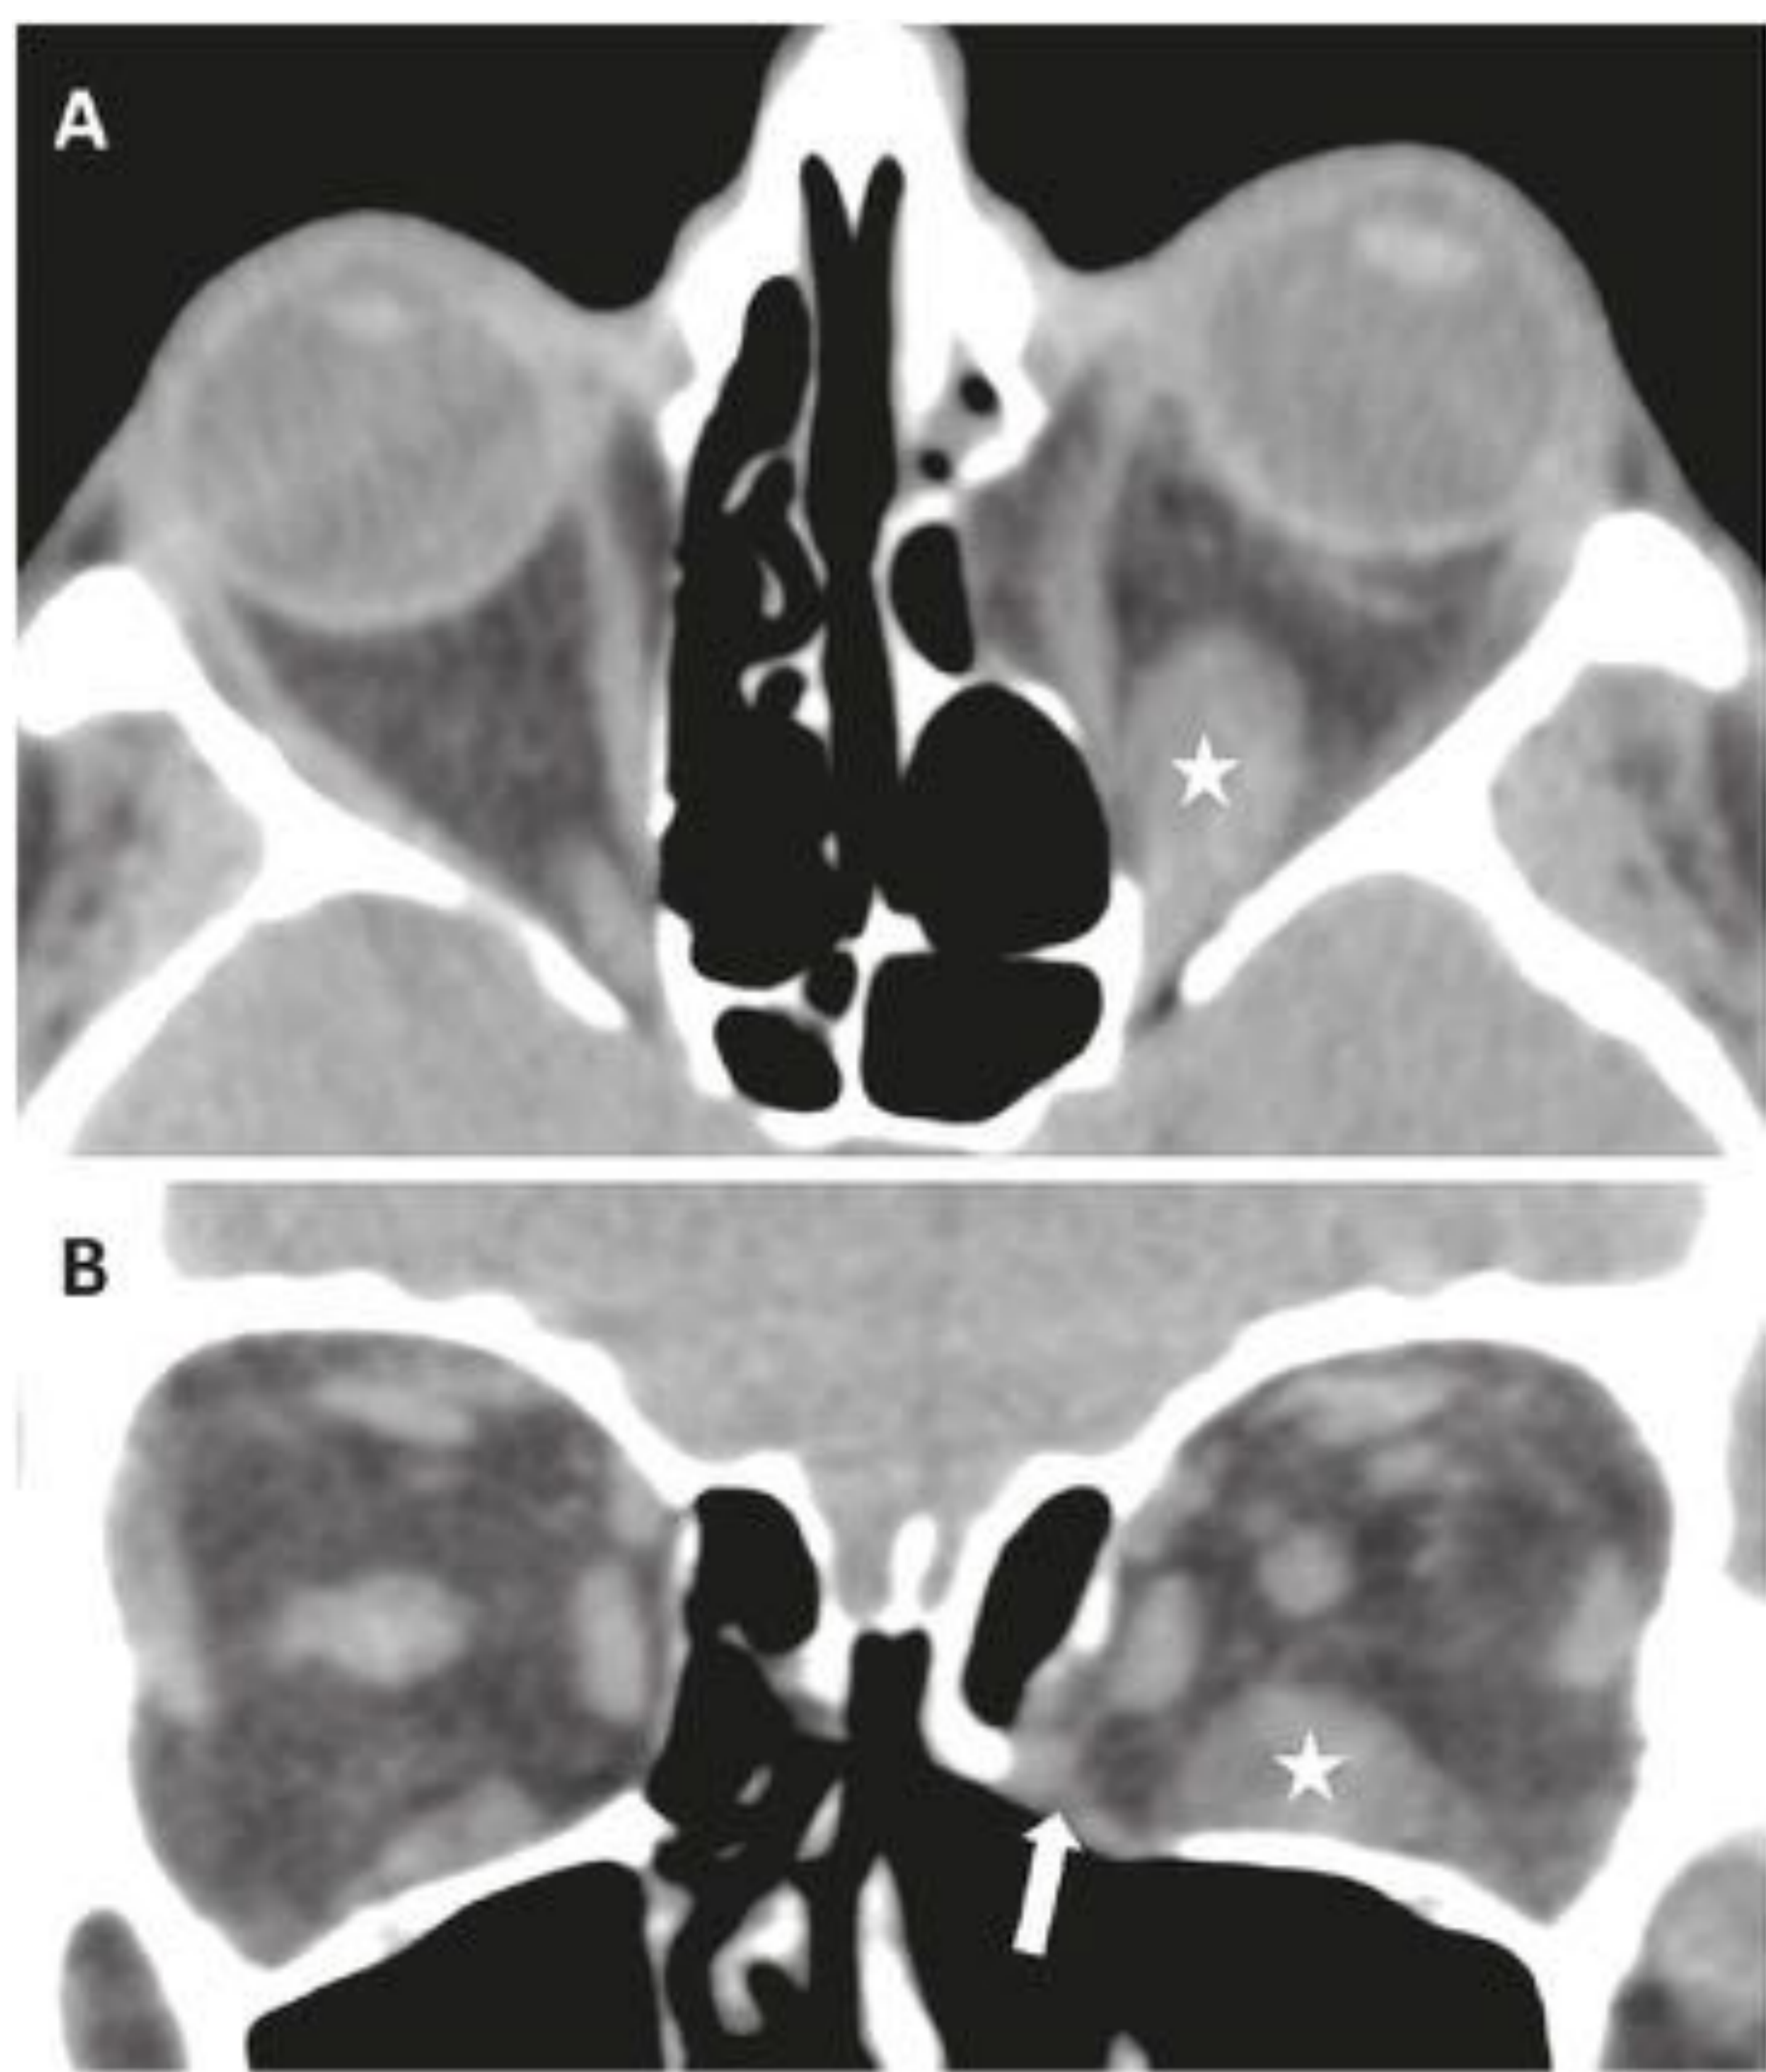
TC axial (A) y coronal (B) de órbita sin contraste de un paciente con OT y afectación unilateral. Proptosis izquierda. Engrosamiento unilateral y aislado del músculo recto inferior izquierdo (asteriscos). A diferencia de la miositis, el músculo presenta un contorno bien definido y no se identifican cambios inflamatorios en la grasa adyacente. En este caso, la afectación muscular se asocia a un aumento de volumen de la grasa orbitaria izquierda y, a una remodelación de la lámina papirácea del etmoides y del suelo orbitario izquierdo (flecha), lo que orienta al diagnóstico de OT.
